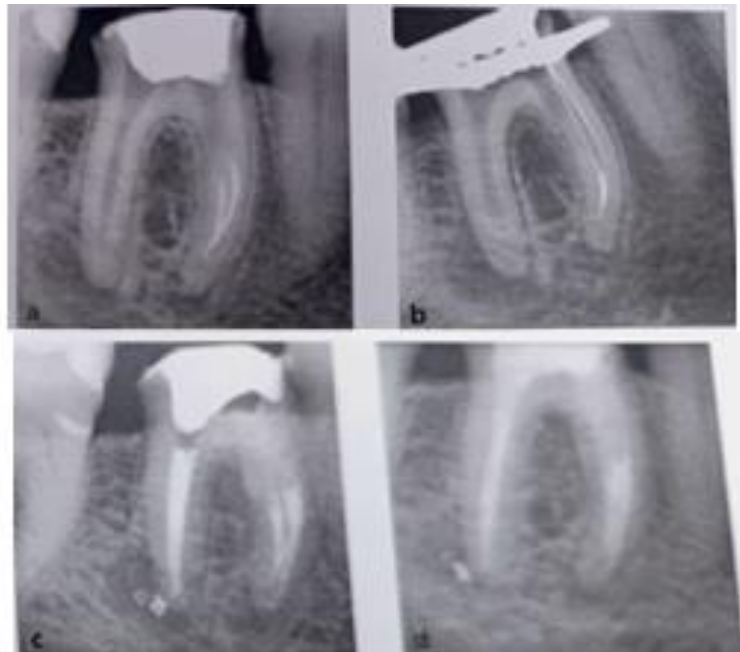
(A) Radiografía periapical durante retratamiento que muestra una lima separada en conducto mesial. (B) Utilización técnica de trenzado para la remoción del obstáculo inter radicular. (C) Radiografía control posterior al retratamiento (D) Control 2 años después. ¹⁶
